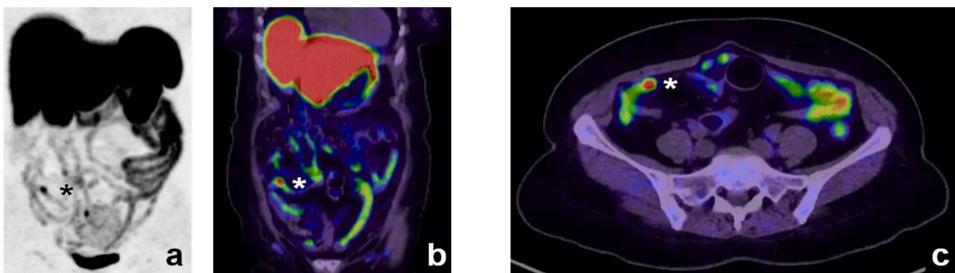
Radiologic visualisation of SBNET, Ga68 DOTATATE PET/CT showing avid contrast uptake (\*): maximum intensity projection [a], coronal [b] and axial [c] plane.
